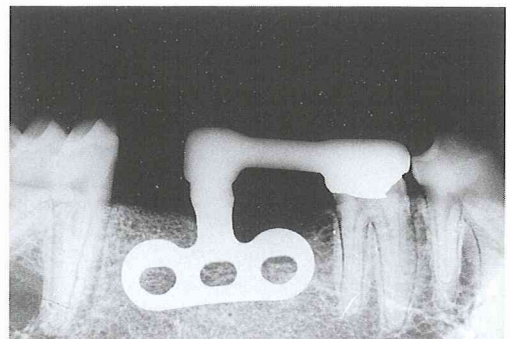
多孔質 HA 溶射インプラント体植立後12カ月のX線写真(機能例)
